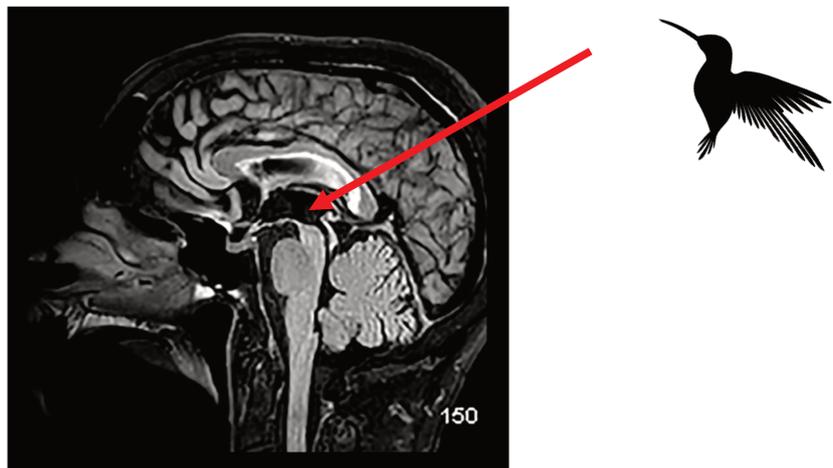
Coupe IRM illustrant une atrophie mésencéphalique caractéristique de la PSP. Reproduit avec autorisation. Source : Science photo Library, image achetée (auteur non précisé).
